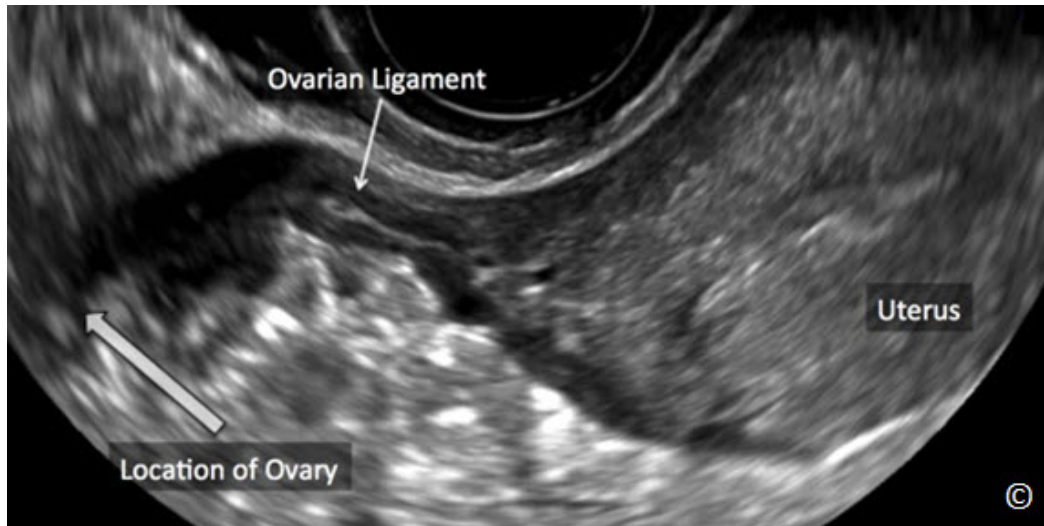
Ultrasonido transvaginal del útero en orientación transversal buscando el ovario derecho. Obsérvese que si usted sigue el ligamento ovárico (rotulado), este comúnmente conduce al ovario ipsilateral.
